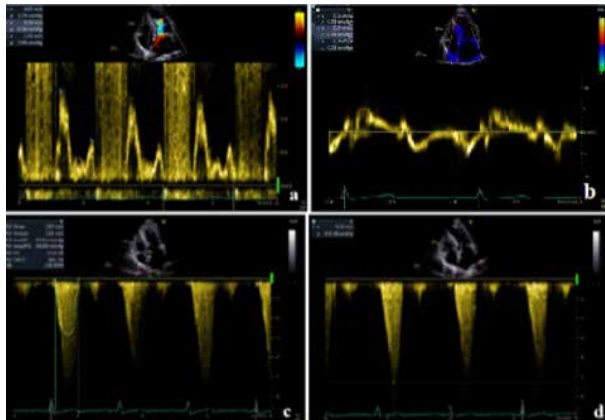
Ecocardiografie transtoracică, incidență apical 4 camere: a. Doppler pulsatil la nivelul valvei mitrale ($E = 1,4 \text{ cm}^2$, $A = 0,64 \text{ cm/s}$); b. Doppler tisular la nivelul SIV ($S' = 6 \text{ cm/s}$, $E' = 4 \text{ cm/s}$, $A' = 5 \text{ cm/s}$); c. Doppler continuu la nivelul valvei aortice ($V_{\text{max}} = 2,87 \text{ cm/s}$, $P_{\text{max}} = 33 \text{ mmHg}$, $P_{\text{med}} = 20 \text{ mmHg}$); d. Doppler continuu la nivelul tractului de ejeecție al VS (aspect de „lamă de sabie”)
